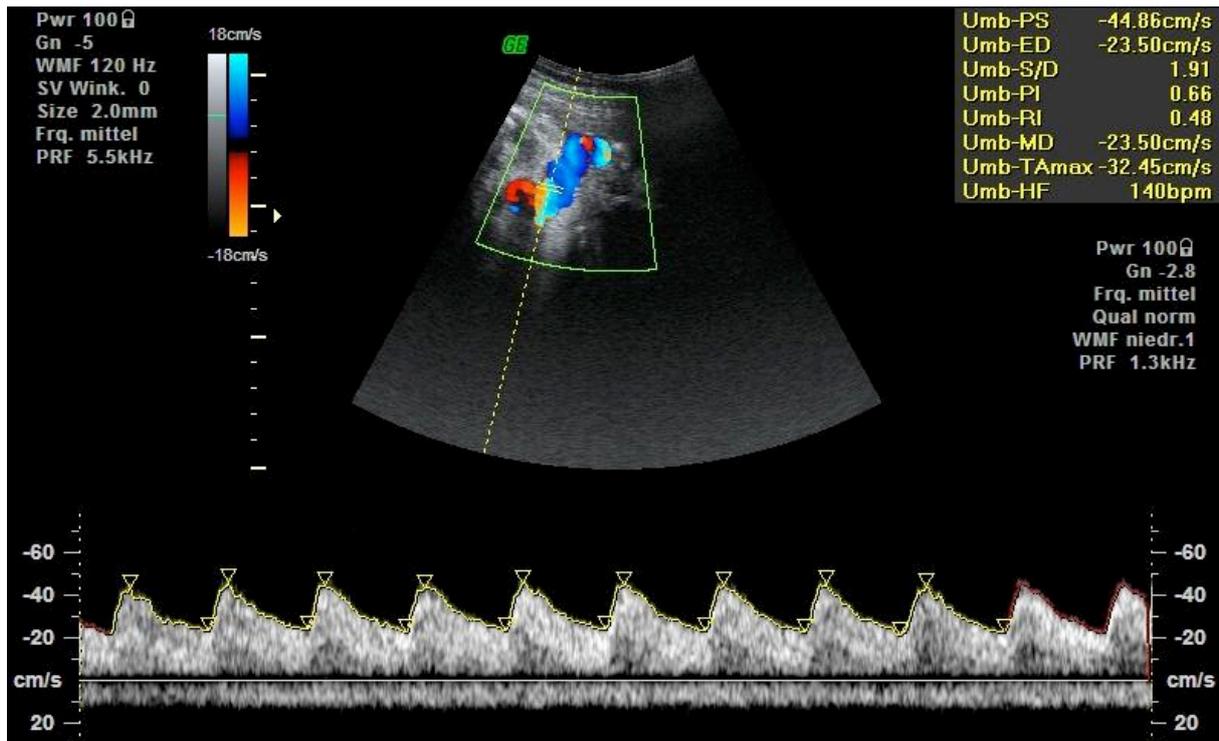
Duplexsonographie der A. umbilicalis am Termin.
